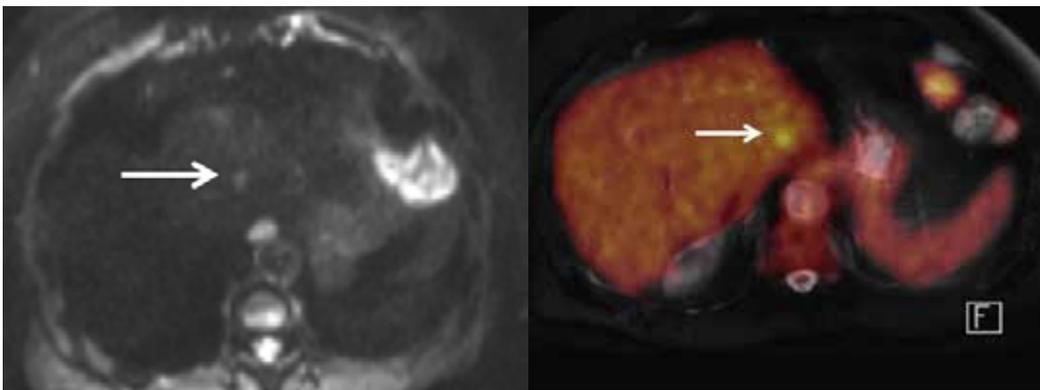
Vergleich zwischen Diffusions-MRT und MR-PET. Kleine Leberläsion (Pfeil) mit beiden Verfahren erkennbar, jedoch etwas deutlicher auf dem MR-PET Bild.
